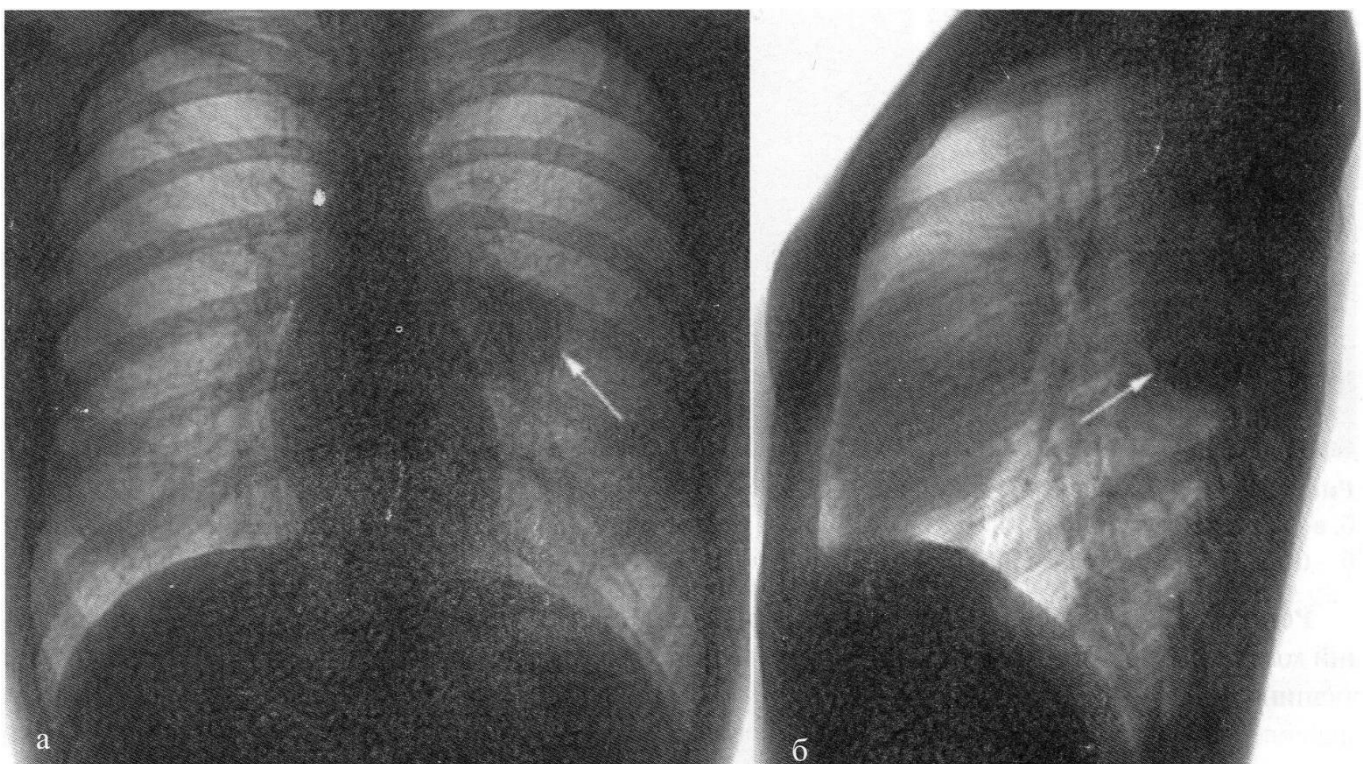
Цифровий рентгенівський знімок органів грудної порожнини у прямій (а) та бічній (б) проекціях: визначається об'ємний щільний утвір у задніх шарах лівої легені (стрілка).
